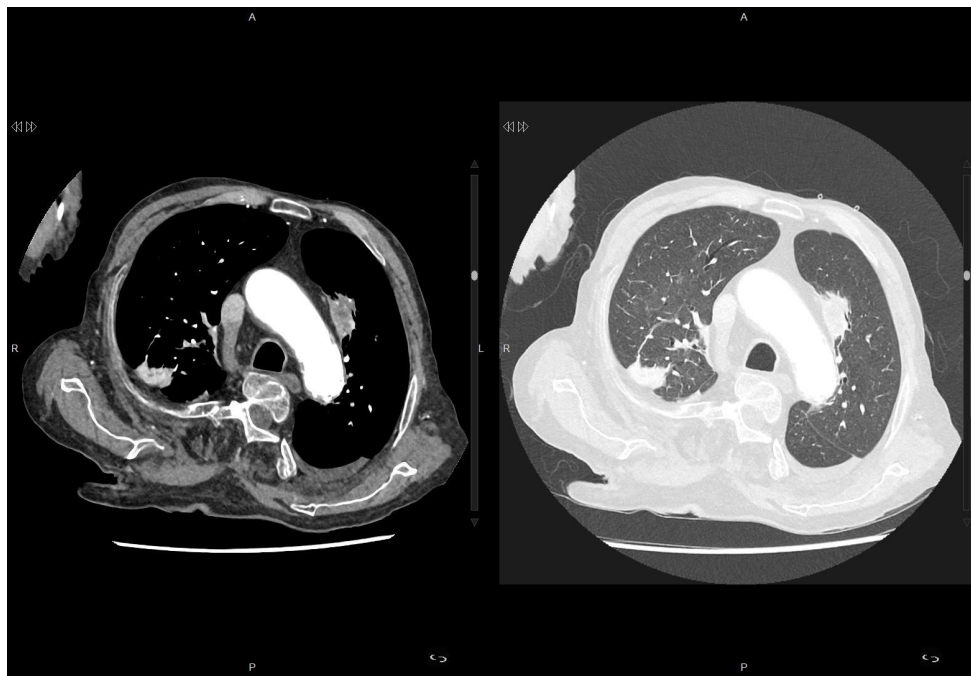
TAC de tórax compatible con nocardiosis pulmonar. Se objetivan condensaciones nodulares pulmonares redondeadas en ambos lóbulos superiores, constituyendo la del lóbulo superior izquierdo un centro hipodenso de probable etiología necrótica.
